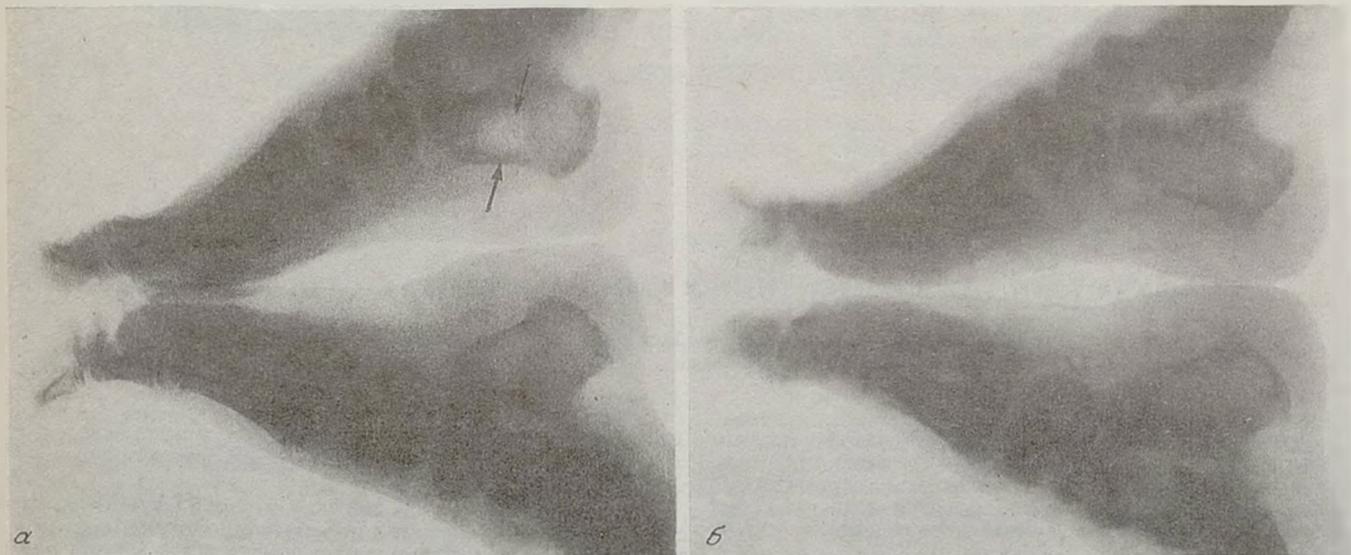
Рентгенограмма стоп больного С. до лечения (а) и после лечения (б).
